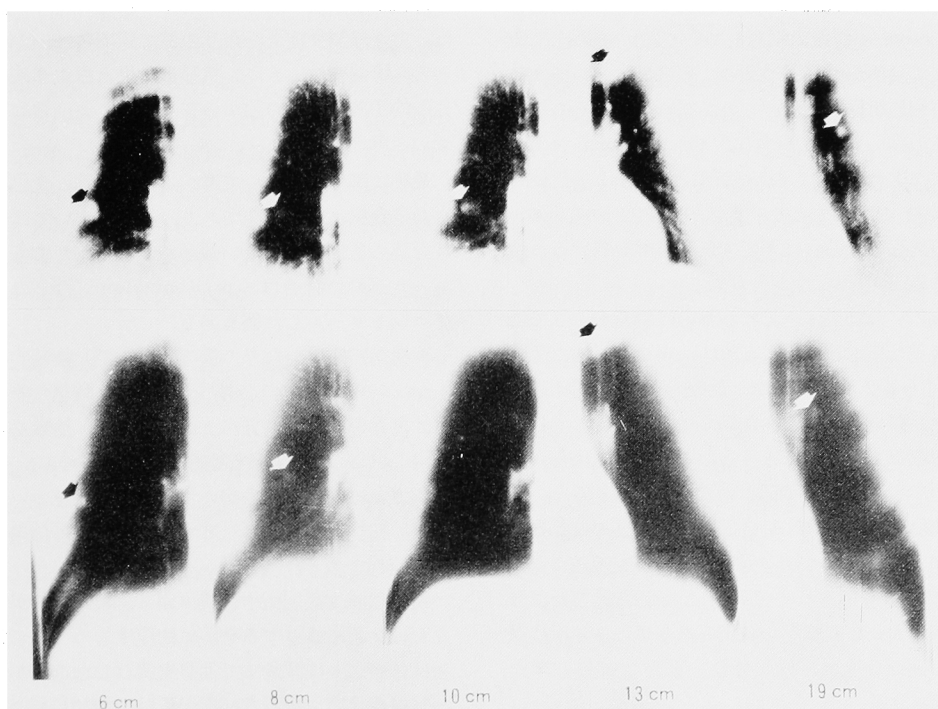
The tomographic views of chest in case 10. The upper view is before (November in 1983) and lower view is after IFN therapy (July in 1984).
